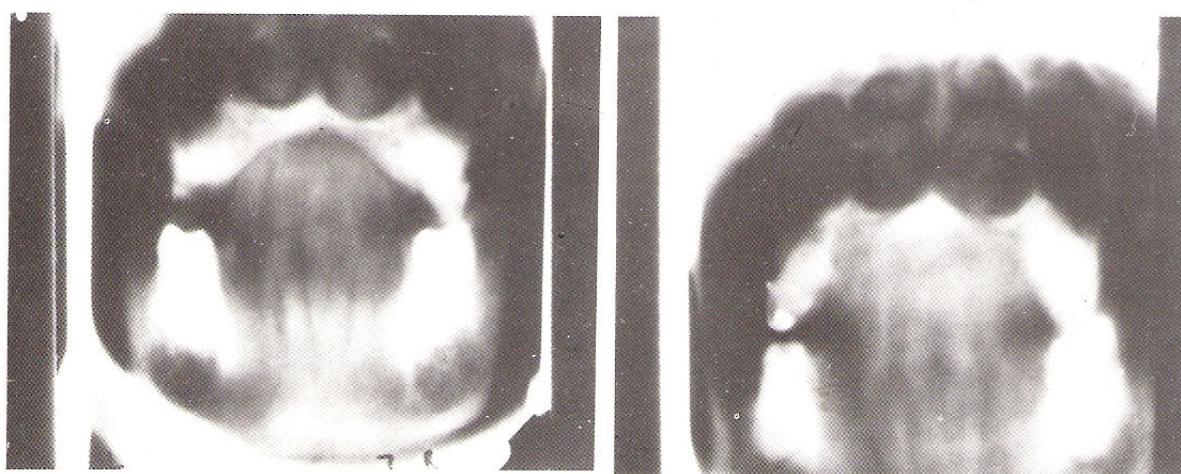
Pre-op., Poly-tomographic x-rays of implant site.
